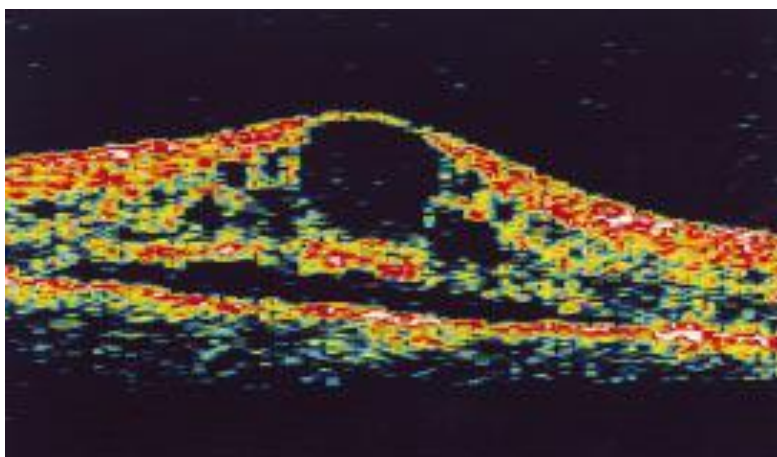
Œdème maculaire cystoïde en coupe par tomographie en cohérence optique. Très important épaissement rétinien maculaire avec volumineuse logette centrale.
